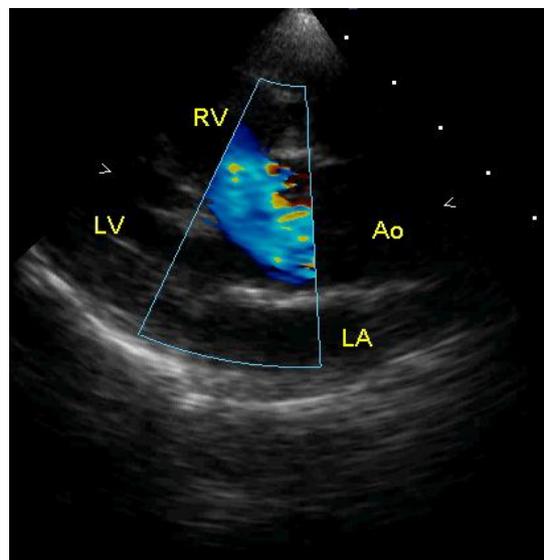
ecocardiografia, tetralogia di fallot: il colore blu rappresenta il sangue venoso che l'aorta riceve dal ventricolo destro. Immagine tratta da [51].
